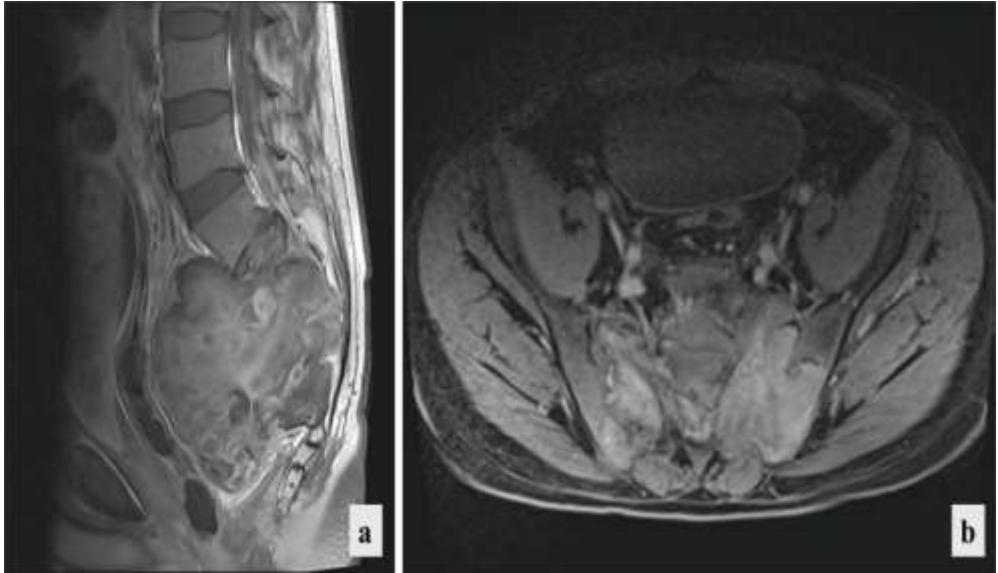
a) RMN lumbosacra potenciada en T1 con contraste en corte sagital donde se observa tumoración sacra que se extiende anteriormente e invade tejidos blandos. b) RMN lumbosacra potenciada en T1 con contraste en corte axial donde se observa la infiltración de tejidos blandos de la lesión tumoral, así como de la articulación espino-pélvica.
